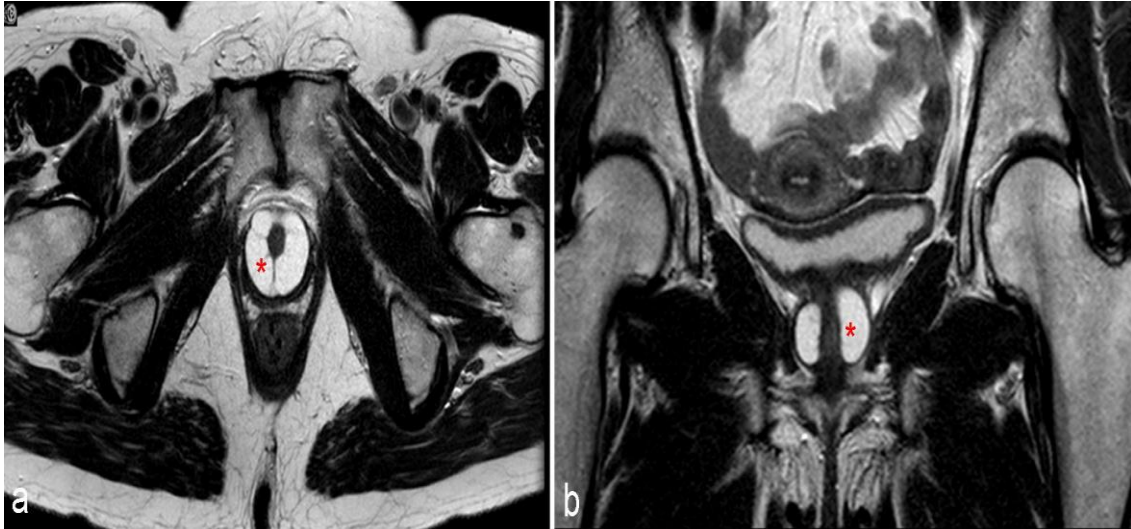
Magnetresonanztomographie-Aufnahmen einer Patientin: (a): axiale (horizontale) Aufnahme, (b) koronare (frontale) Aufnahme. Ein großes, die Urethra hufeisenförmig umgebendes Divertikel ist in (a) und in (b) dargestellt (Stern). Abbildung bereits veröffentlicht in: Perivaginal benign masses: diagnosis and therapy in a series of 66 women (Liaci et al., 2016) Arch Gynecol Obstet © Springer-Verlag Berlin Heidelberg.
